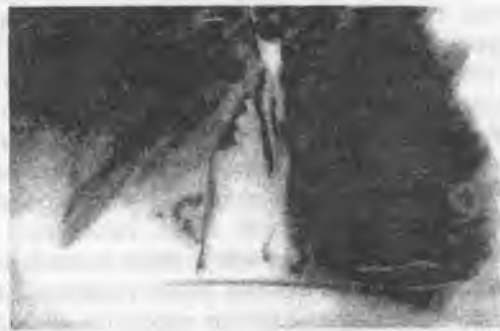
Рентгенограмма грудной клетки больного К. в левой боковой проекции с контрастированием пищевода через 12 часов после его перфорации и перед операцией 08.02.1996. В заднем средостении депо контрастной массы более 10 см протяженностью, ограниченное снизу диафрагмой.
